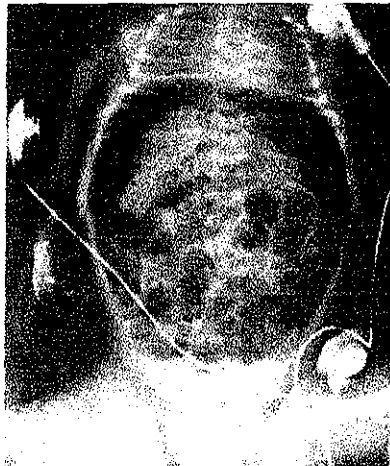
Neumoperitoneo masivo en un niño, adopta una forma oval, en la radiografía abdominal en posición supina. El ligamento falciforme puede observarse sobre el hígado a la derecha de la columna. También puede observarse gas en la vena Porta.
